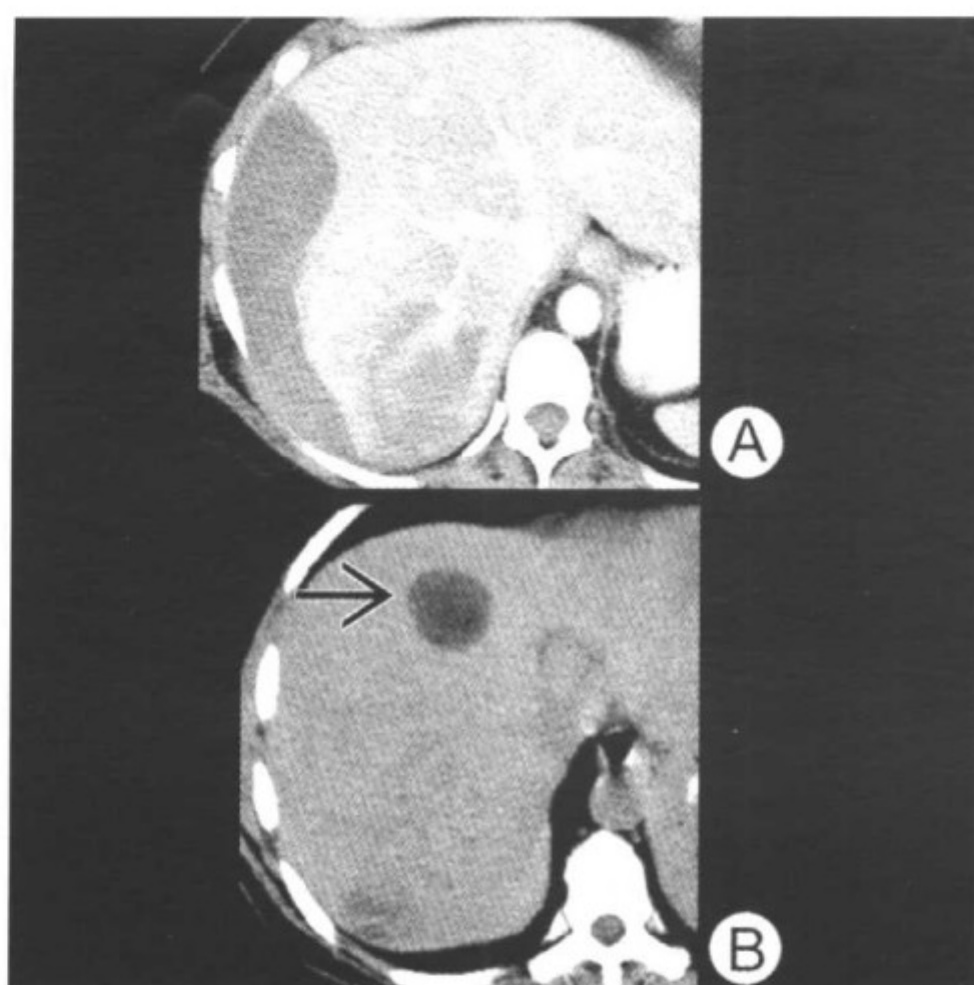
图 A 门静脉期 CT (另一患者), 肝脏右叶可见不均匀密度的肿物, 包膜下自发性出血。图 B CT 平扫 (另一患者), 多发肝脏肿物, 其中一个肿物 (箭头) 包含脂肪成分
